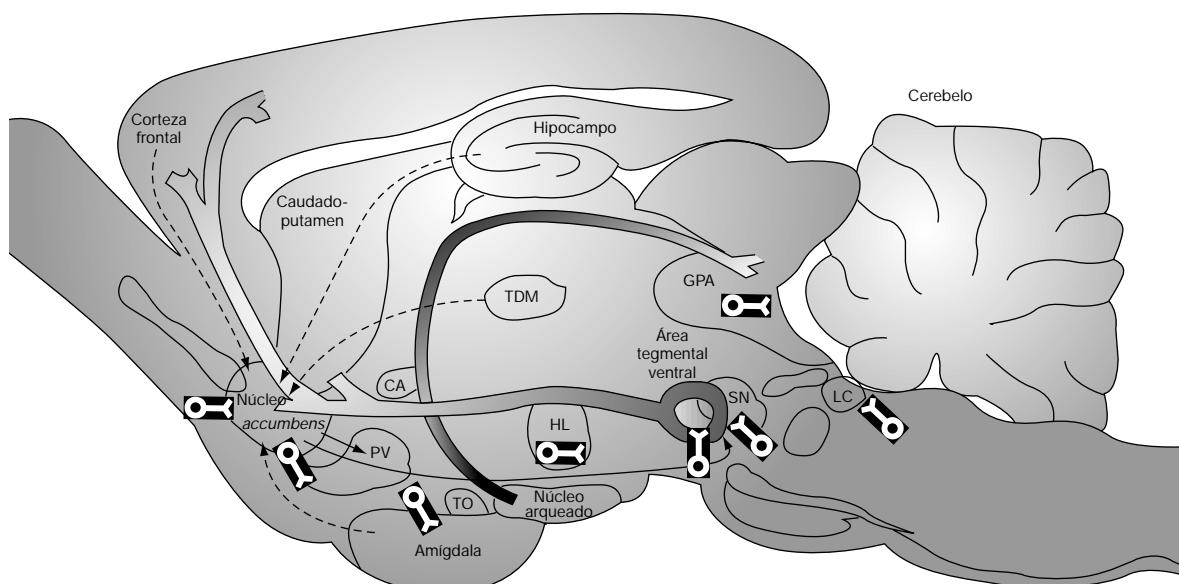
Circuitos cerebrales de recompensa. El sistema dopaminérgico mesotelencefálico está representado en gris. Las líneas discontinuas indican aferencias límbicas que confluyen en el núcleo *accumbens* y modulan su actividad. Las eferencias importantes de este núcleo se señalan con líneas continuas. El sistema opioide endógeno está representado por las neuronas del sistema encefalínérgico de proyección corta (representadas sobre fondo negro), de localización muy variada, y un sistema endorfinérgico de proyección larga que va del núcleo arqueado a la sustancia gris periacueductal. En la figura no se encuentra representado el sistema GABA, el cual se encuentra profusamente disperso por estructuras corticales y subcorticales. (De Flórez, 1996.) CA: comisura anterior; GPA: sustancia gris periacueductal; HL: hipotálamo lateral; LC: *locus coeruleus*; PV: pálido ventral; SN: sustancia negra; TDM: tálamo dorsomedial; TO: tubérculo olfatorio.
